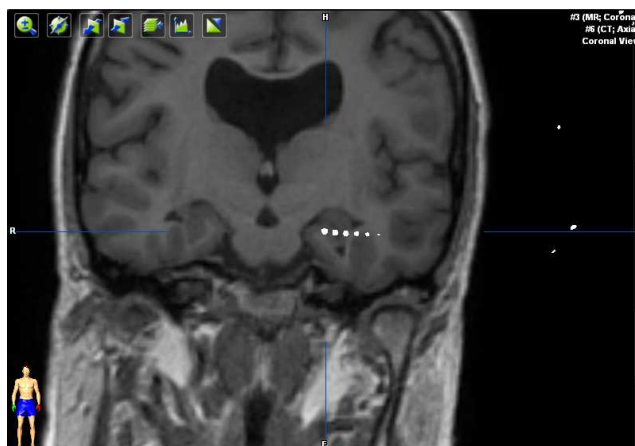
Coregistered CT-MRI image of the implantation of an SEEG electrode in the patient's hippocampus (coronal view).
